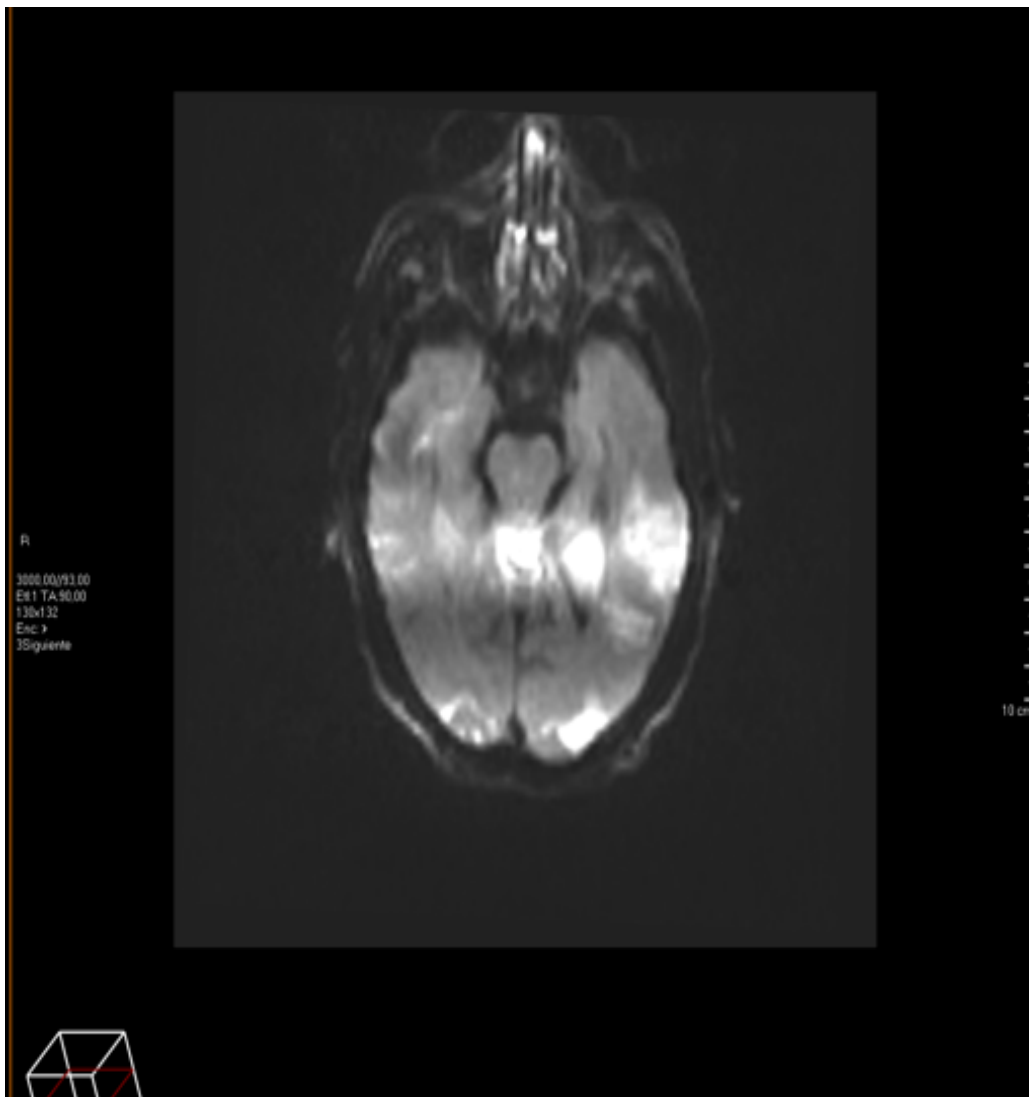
RM Cerebral* control; en secuencia de Difusión se observan áreas de infarto isquémico en hemiprotuberancia derecha.
